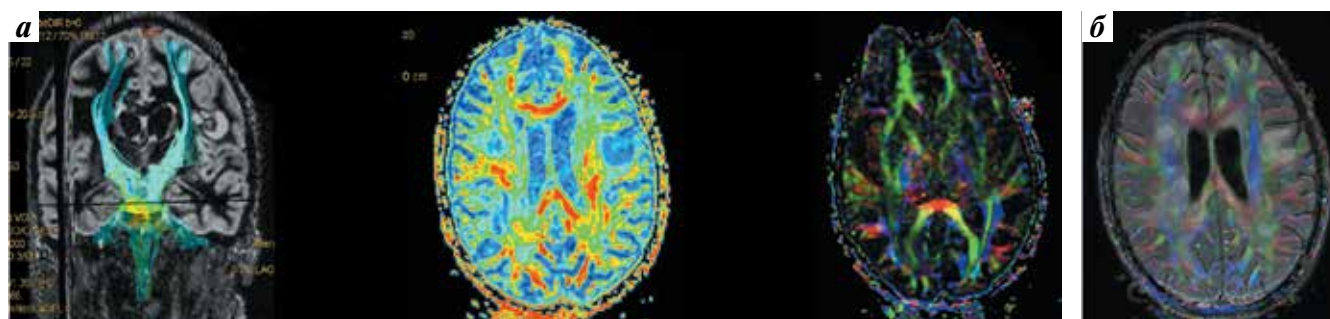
Пациентка Р., 15 лет. Результаты диффузионно-тензорной трактографии головного мозга (05.06.2017): определяется снижение фракционной анизотропии в крупных очагах в 1,5 раза по сравнению с неизменной тканью; деструкция кортико-спинальных трактов, мозолистого тела не выявлена
